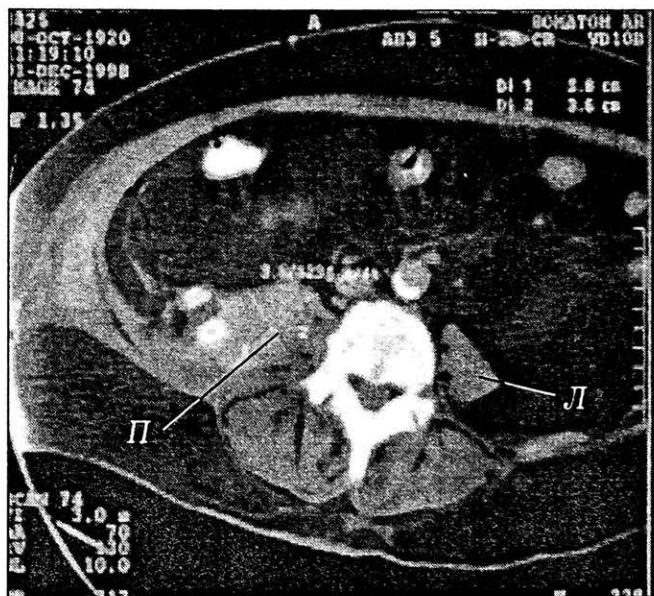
Пациентка П. Компьютерно-томографическое изображение брюшной полости и забрюшинного пространства на уровне L1.
